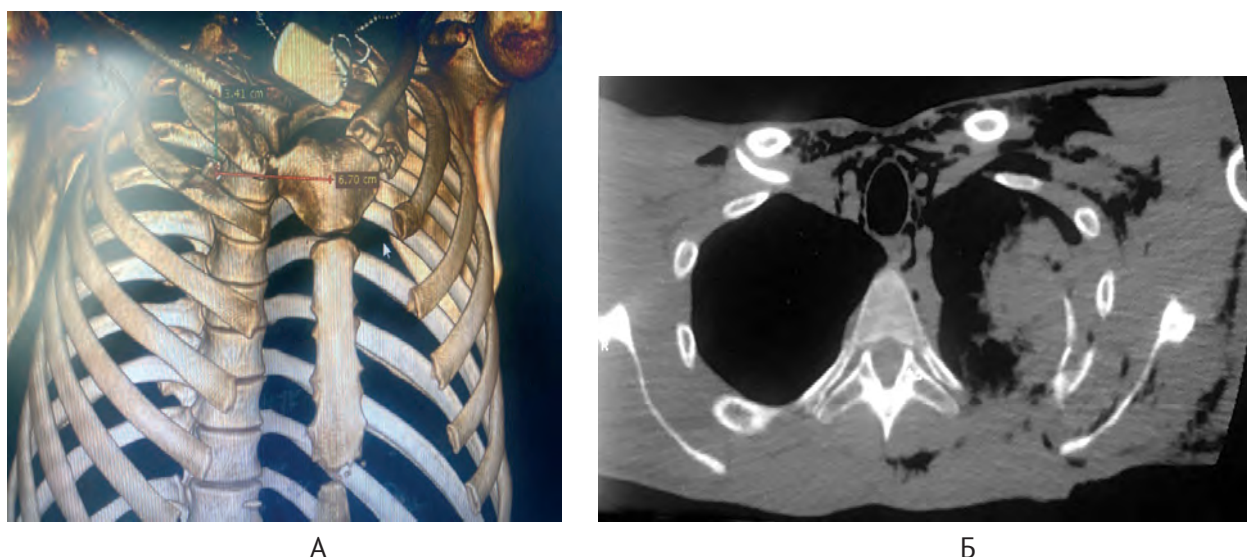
СКТ-дані поранених у груди: А – стороннє тіло (металевий осколок) між I та II ребром справа; Б – гемоторакс зліва, підшкірна емфізема.
